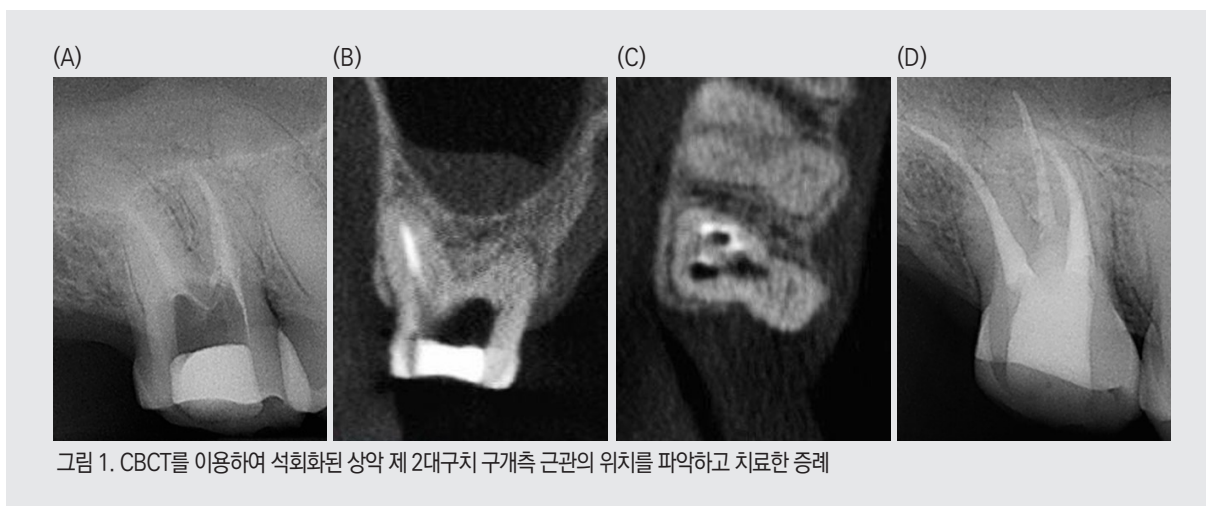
CBCT를 이용하여 석회화된 상악 제2대구치 구개측 근관의 위치를 파악하고 치료한 증례
